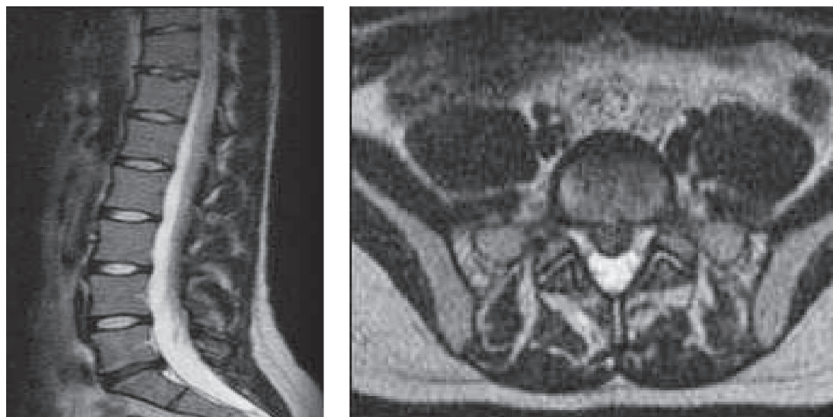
МРТ пациентки Н. с резорбцией грыжи МПД L5-S1
